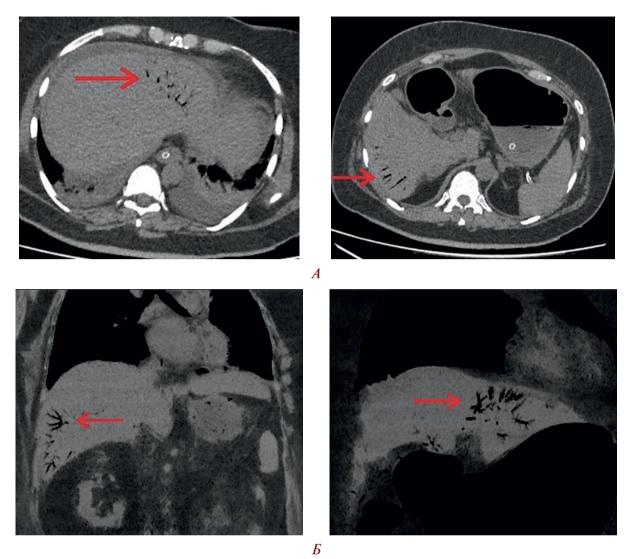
КТ ОБП в аксиальной (A) и корональной (Б) проекции. Множественные ветвящиеся или трубчатые участки скопления газа в периферических отделах паренхимы печени (стрелка)
